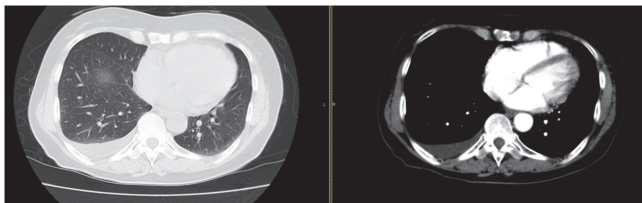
胸腹部骨盤部CT 骨盤底に腹膜肥厚を伴う腹水貯留があり、癌性腹膜炎を第一に疑う所見であった。右胸水を少量認めたが、肺野など他臓器に明らかな異常は認めなかった。
